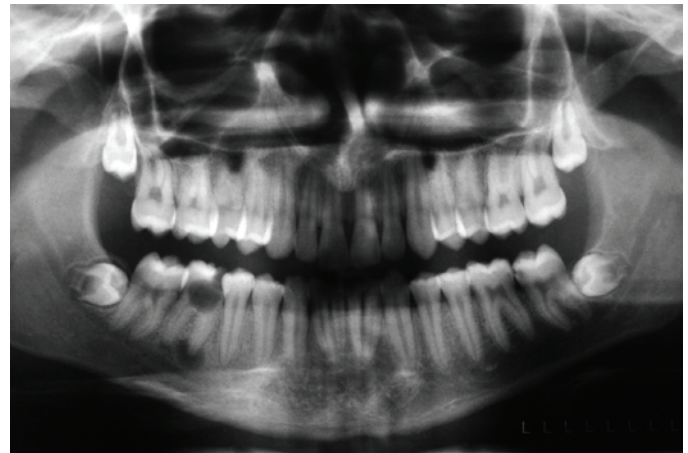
Radiografia panorâmica exibindo o nível de formação dos terceiros molares.
